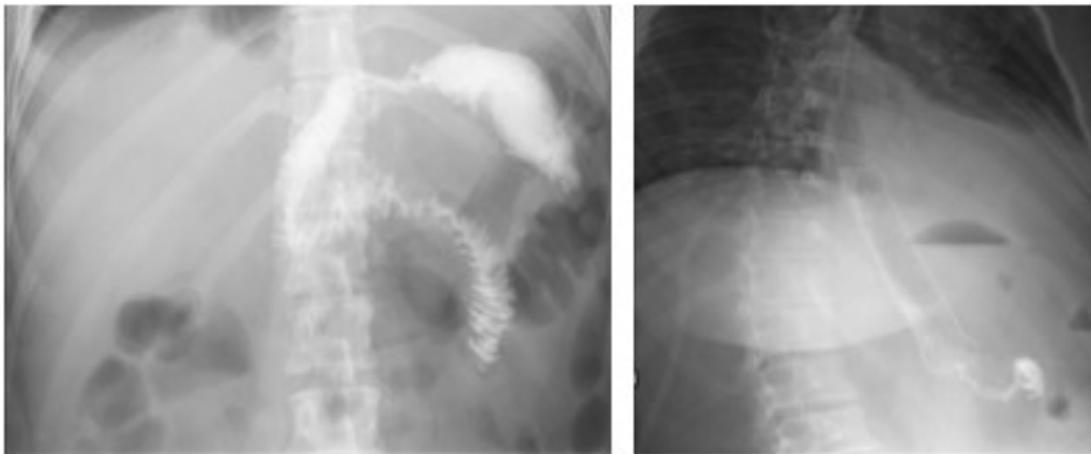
Salida de medio de contraste a través de la anastomosis esófago yeyuno en un paciente con antecedente de gastrectomía total por adenocarcinoma gástrico con una colección subdiafragmática izquierda asociada (izquierda). Después de la colocación de una TC-SEMS por endoscopia se aprecia adecuado pase del medio de contraste distal a la prótesis sin fuga.
